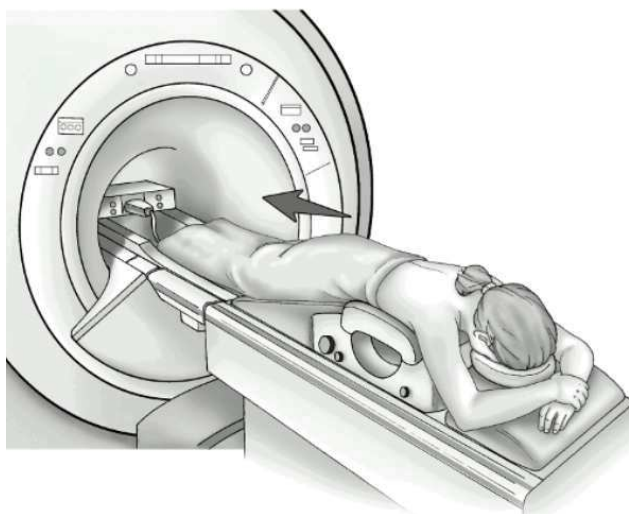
Exame de ressonância magnética da mama (SOCIETY, 2018f).
